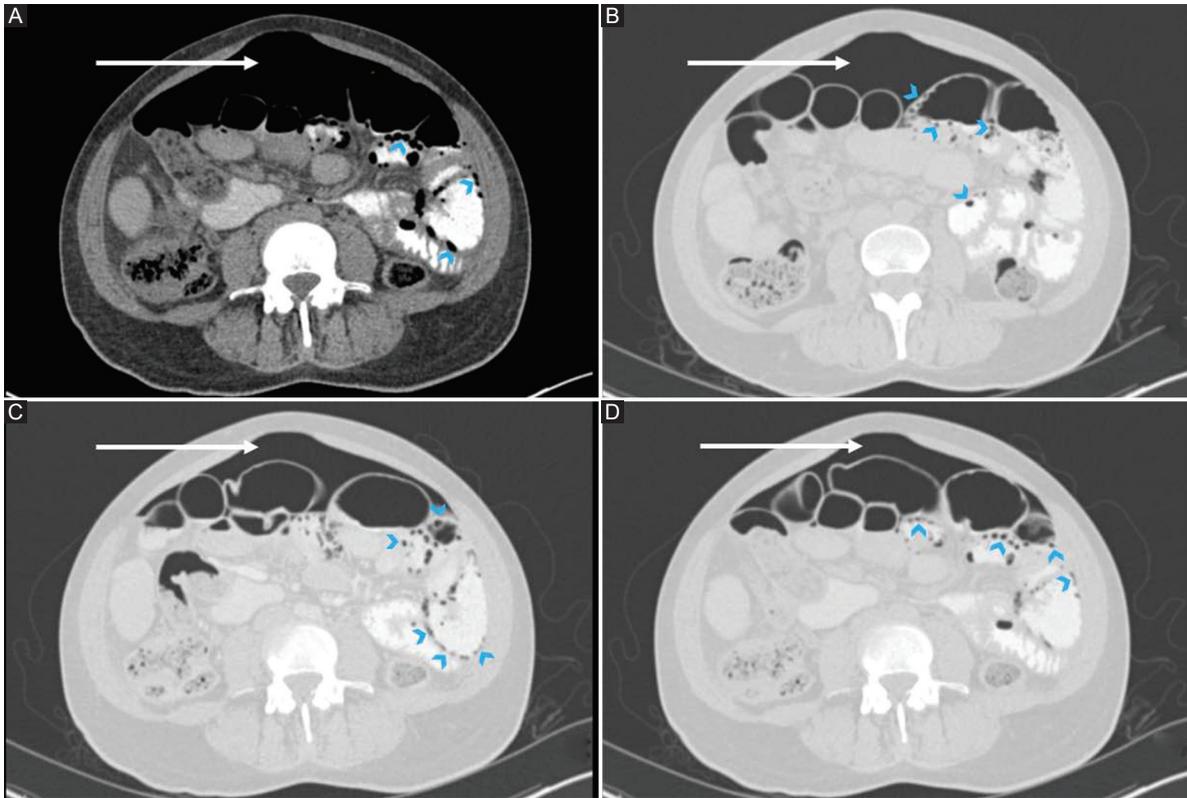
Tomografía computarizada con doble contraste de abdomen. A: ventana para abdomen. Neumoperitoneo (flecha blanca) y neumatosis intestinal (puntas de flecha azules). B, C y D: ventana de pulmón para mejor visualización. Neumoperitoneo (flechas blancas). Neumatosis en la pared de las asas intestinales (puntas de flecha azules) y dilatación generalizada de las asas intestinales. Sin sitio de fuga del medio de contraste.
